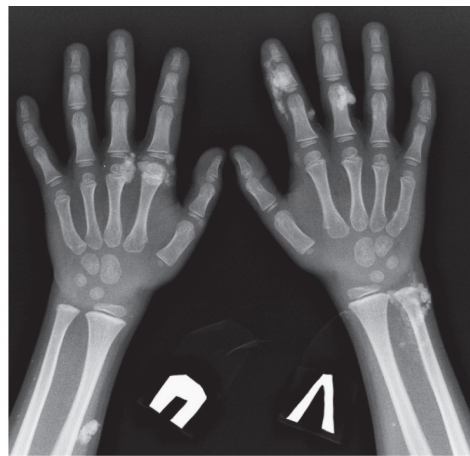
Рентгенография верхних конечностей с отложением кальция в мягких тканях.
